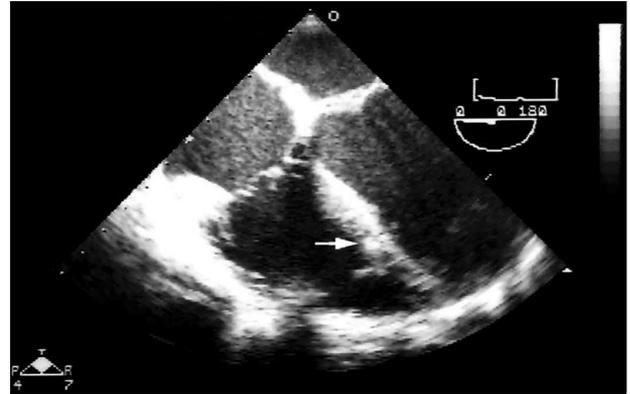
Transesophageal echocardiographic image demonstrates a bright echogenic density in the right ventricle, adjacent to the intraventricular septum.
